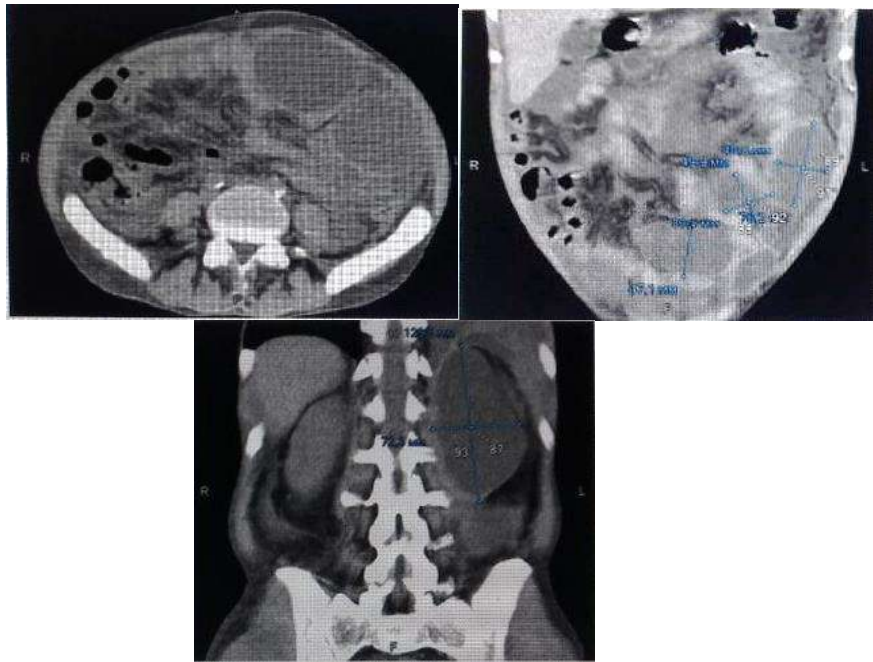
КТ. Числені обмежені рідинні скупчення в черевній порожнині та заочеревинній клітковині із ознаками інфікування.
